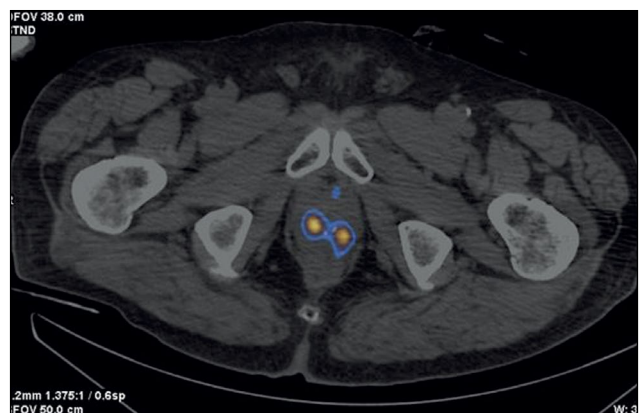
患者Z, 79岁。^{99m}Tc-HYNIC-PSMA的SPECT/CT: 放射性药物积累灶位于前列腺中三分之一和顶端交界处的两叶过渡区。
